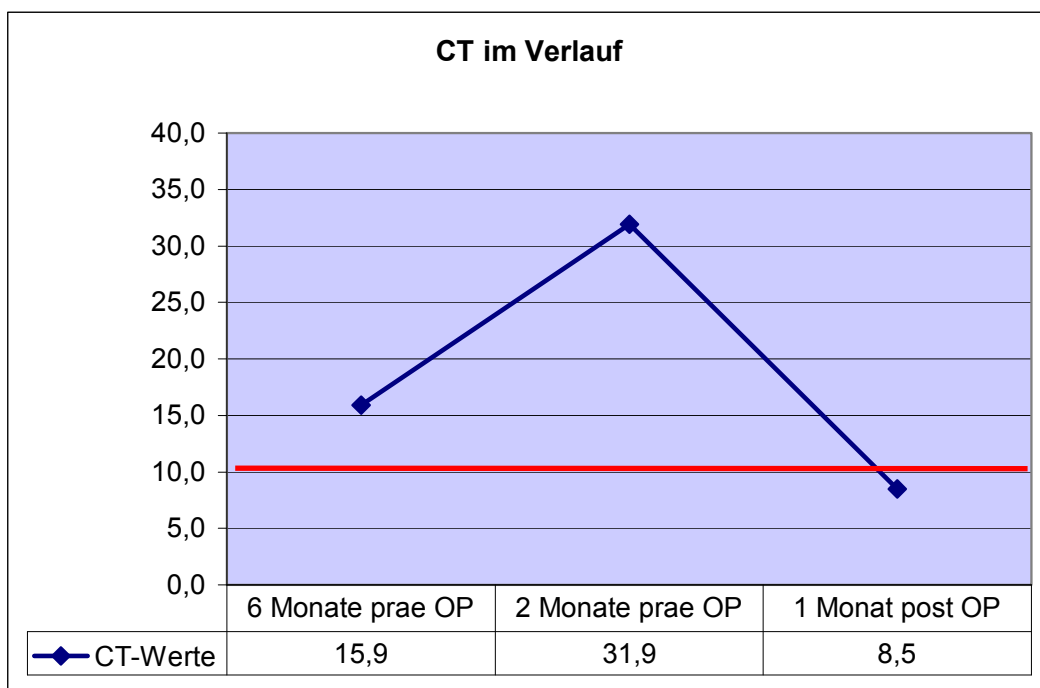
CT-Werte von CCH-Patient 2
